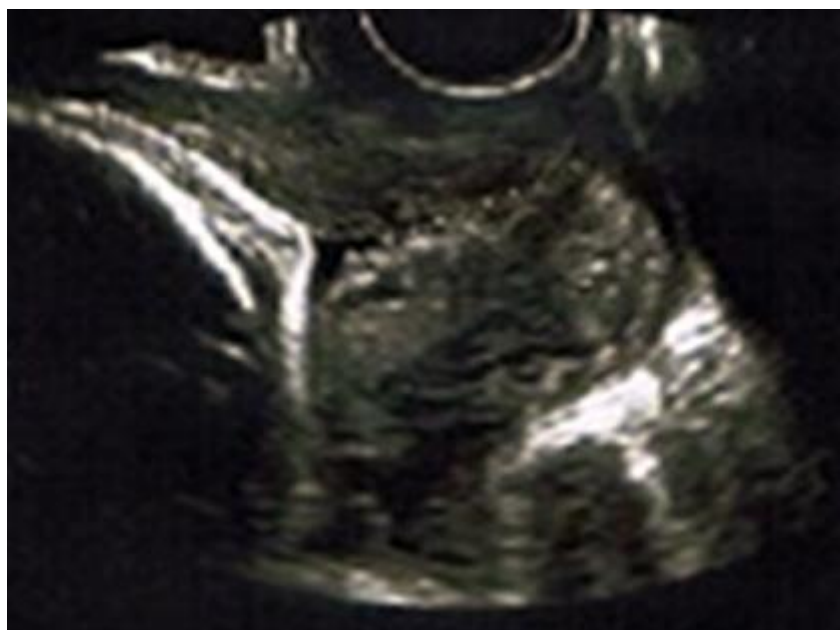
Imagen de cérvix por ecografía transvaginal a las 28 semanas.
